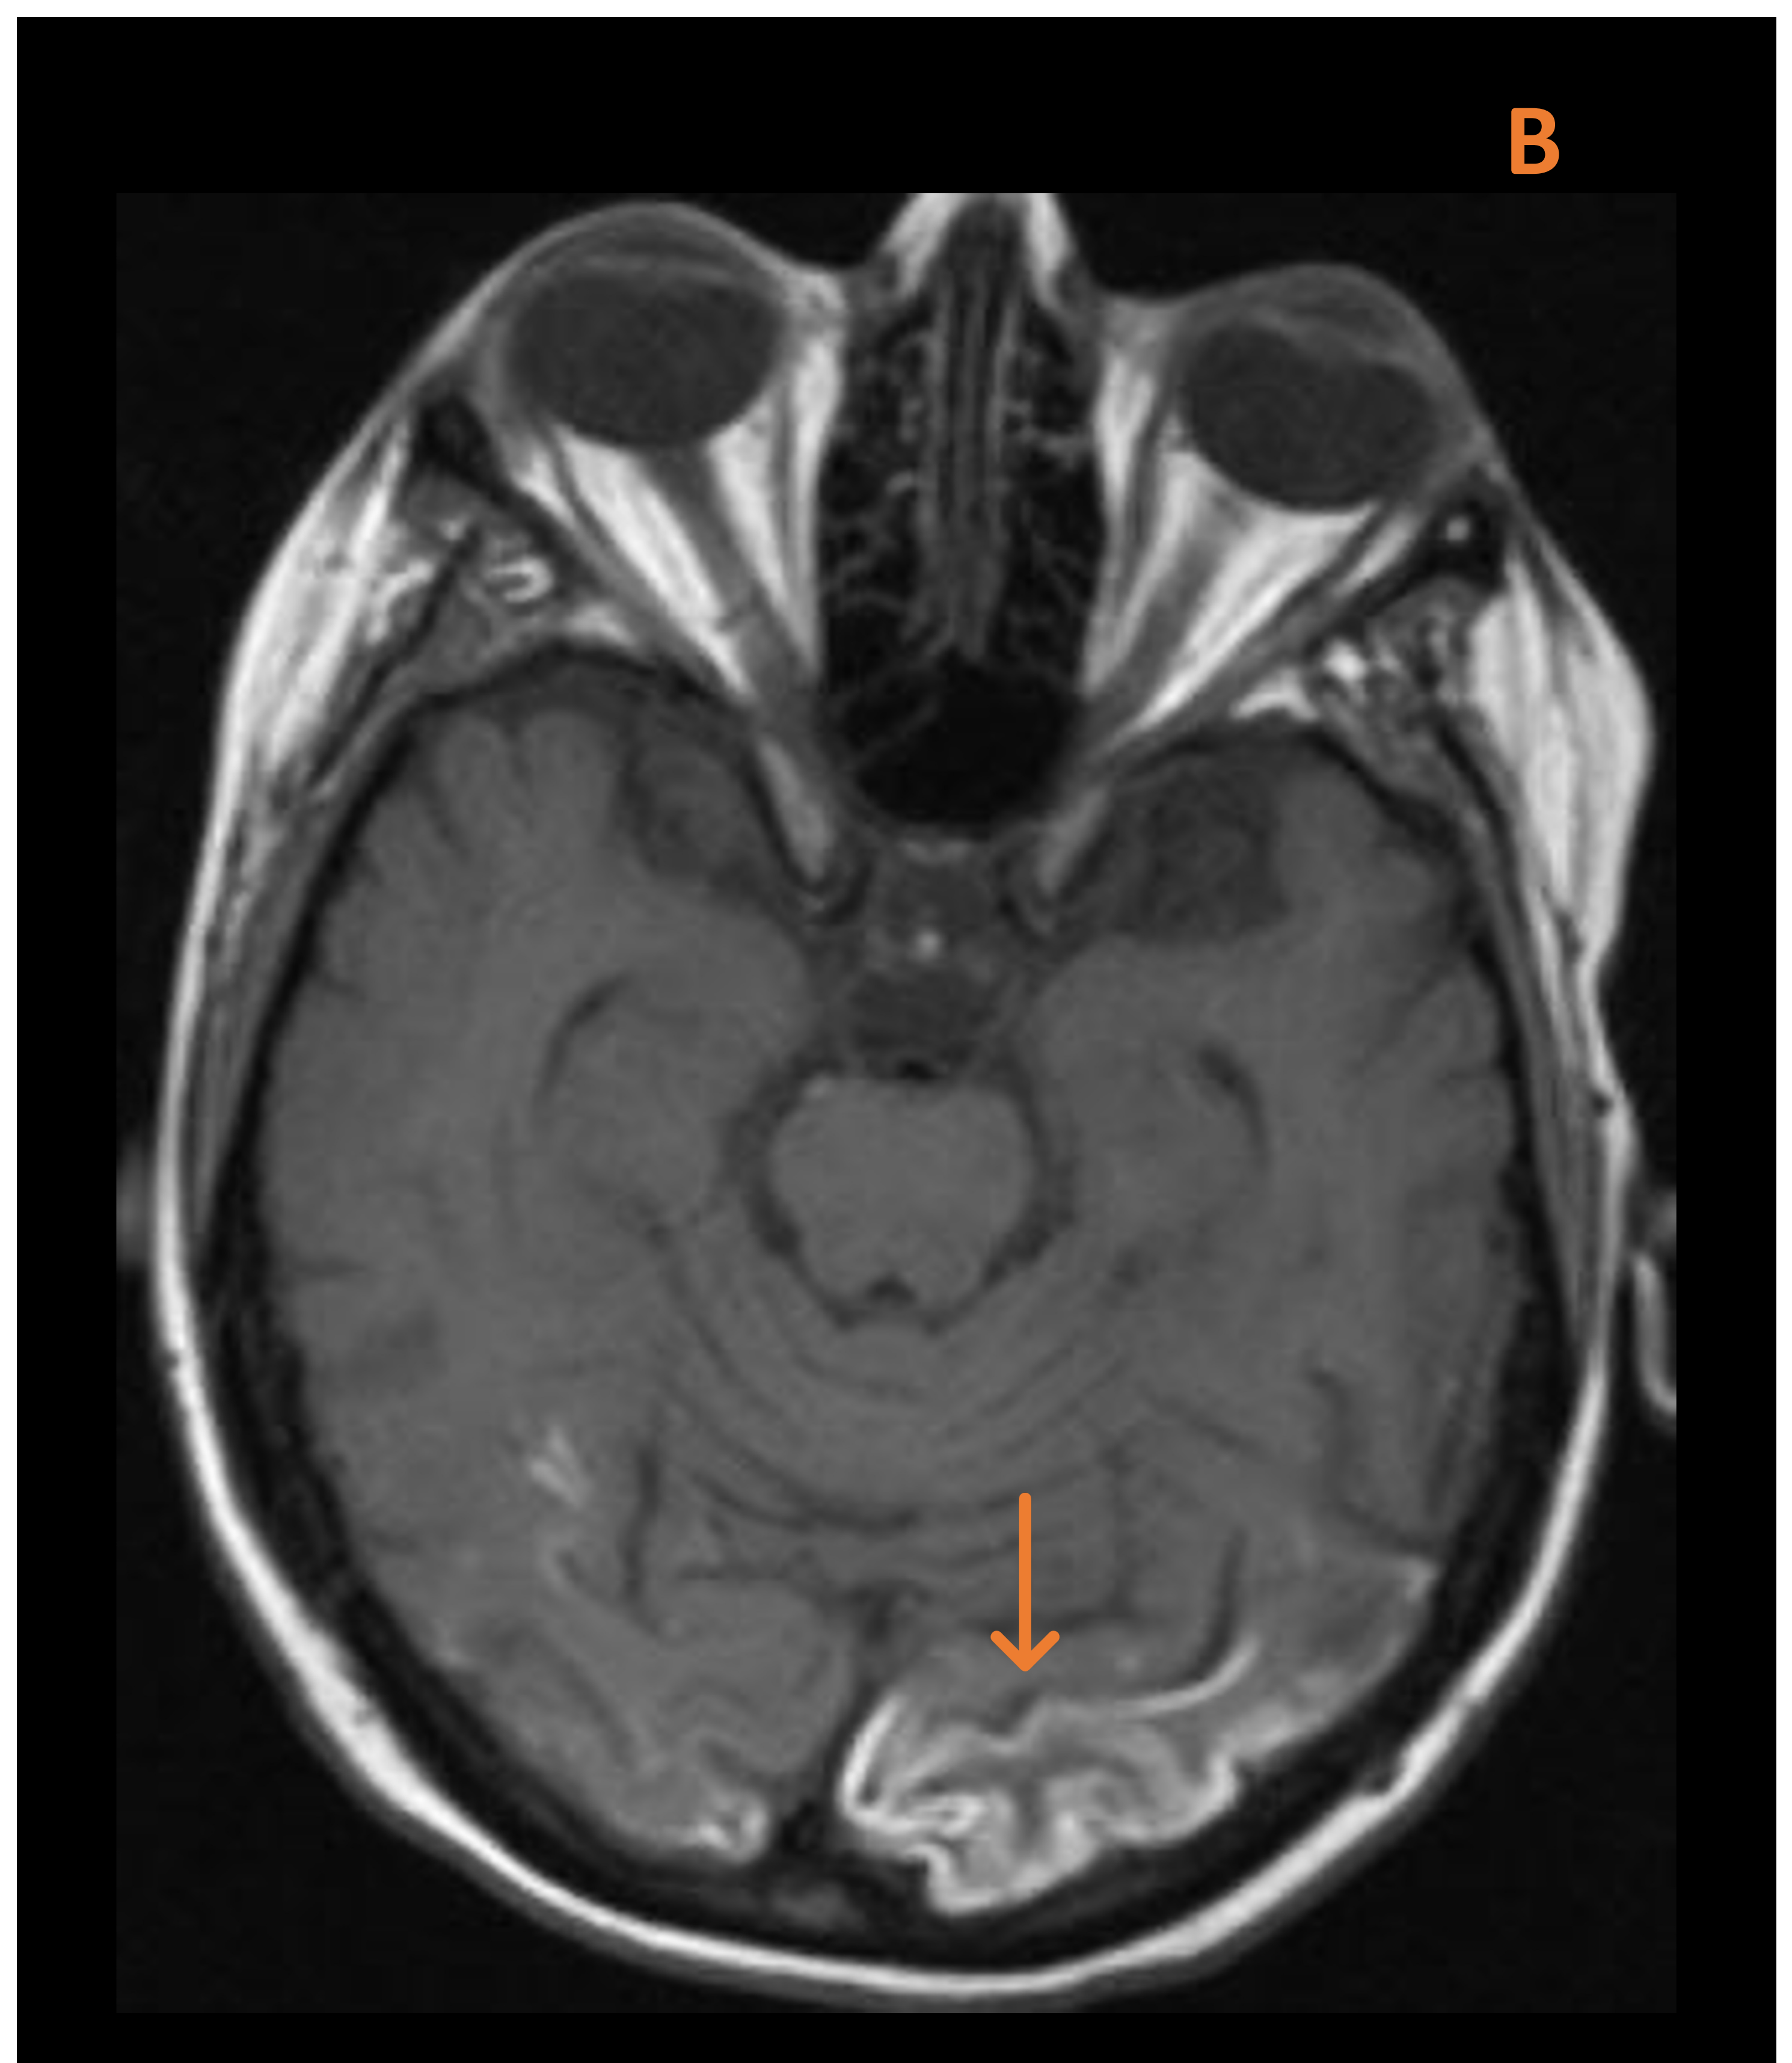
Cortes axiales de TC sin contraste (A) y de RM con secuencia potenciada en T1 (B) de necrosis laminar cortical en dos pacientes distintos
